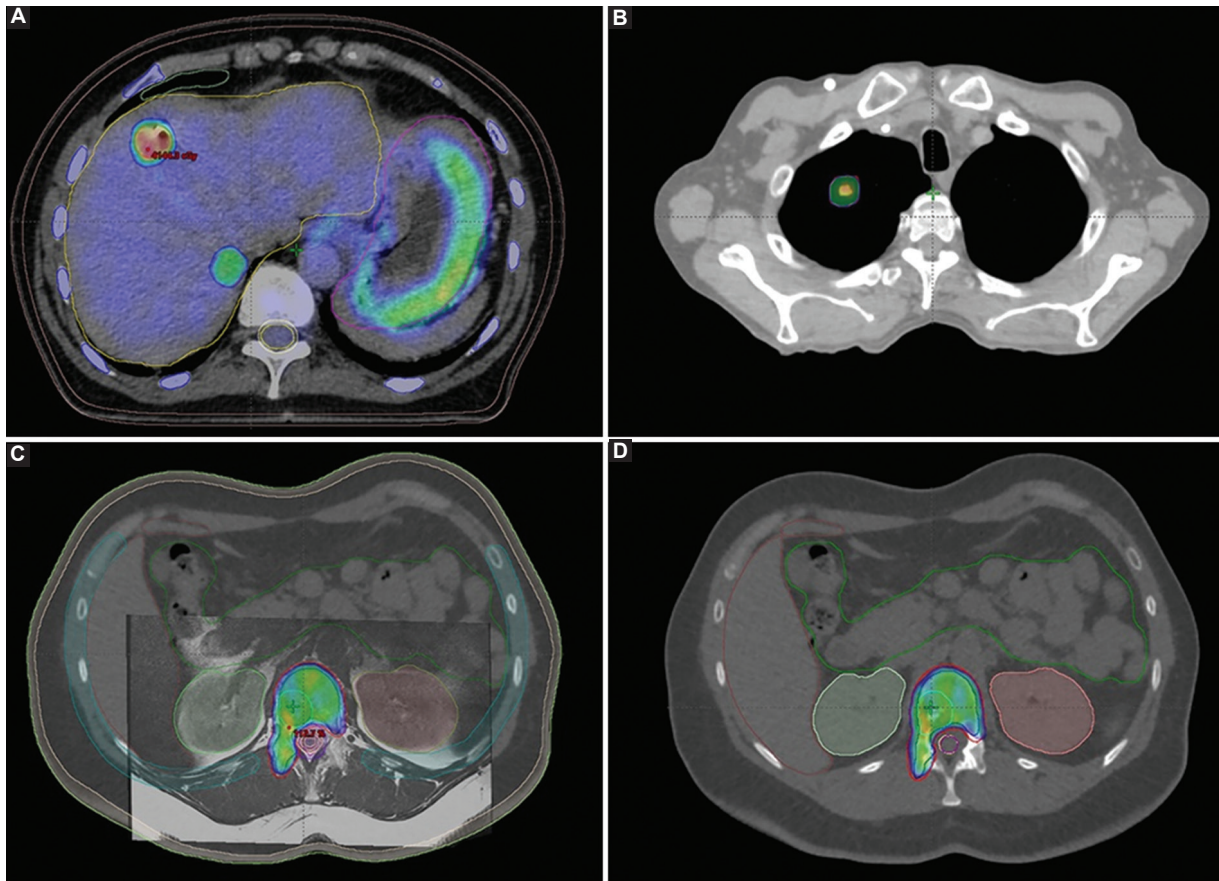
A: plan de SBRT en lesión metastásica de hígado, se utilizó corregistro de imágenes con PET/CT con F^{18} -fluorodesoxiglucosa para delimitar correctamente los volúmenes. B: plan de SBRT en lesión pulmonar. C: plan de SBRT en lesión metastásica ósea con corregistro de imagen con resonancia magnética. D: plan de SBRT en lesión metastásica ósea.
